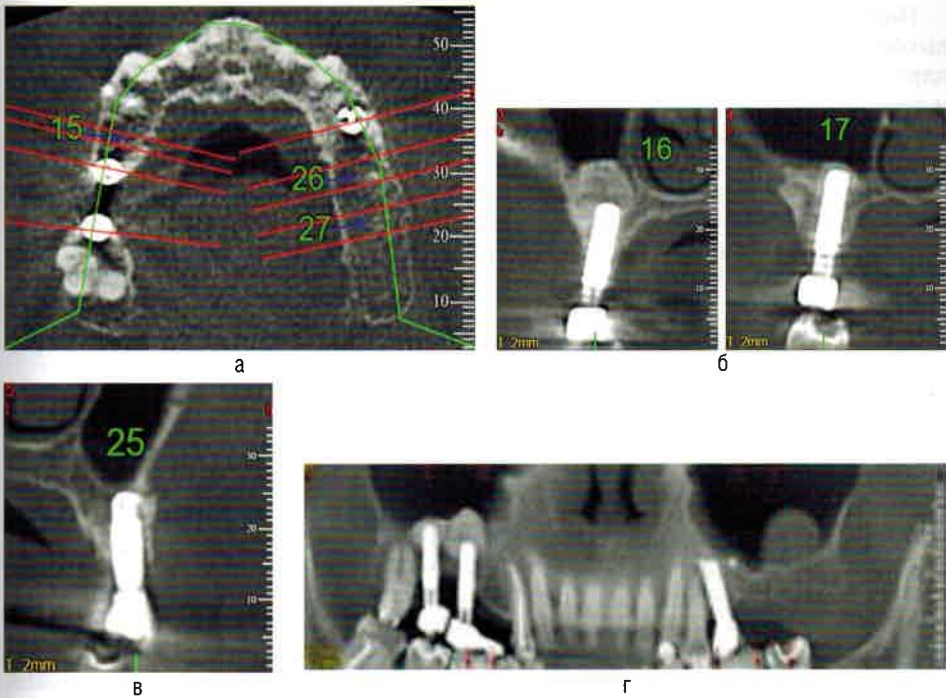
Конусно-лучевая компьютерная томография верхней челюсти. Исследование лунок отсутствующих зубов 2.6 и 2.7 и дна верхнечелюстной пазухи слева после операции синус-лифтинга по срезам в аксиальной (а), трансверзальной (б, в) и панорамной (г) проекциях. Внутрикостный дентальный имплантат виден в зоне лунки отсутствующего зуба 1.4 и остеопластического материала на дне правой верхнечелюстной пазухи
